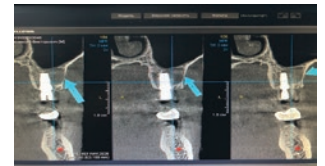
Компьютерная томография в области установленного имплантата
